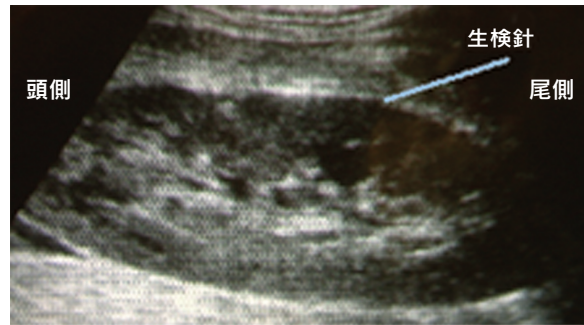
移植腎に近づくと表面が凹むので慎重に針を進める。生検針の先端が移植腎表面にあることを確認する。エコーでは左側が頭側、上極となり、右側が尾側、下極となる。穿刺針は下極から上極に向け進みます。
